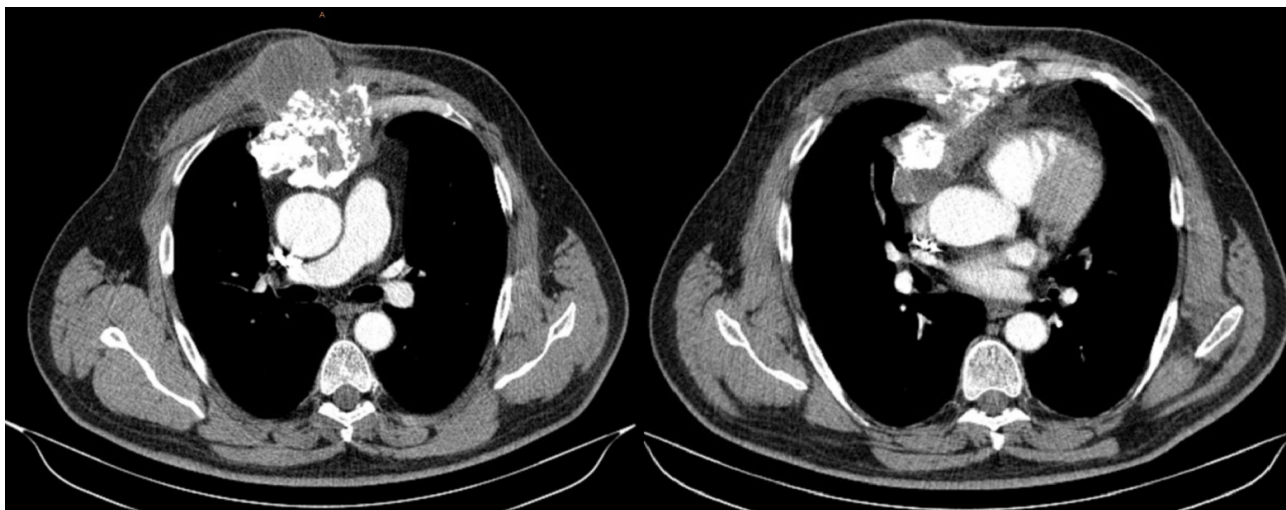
СКТ: опухолевое образование передней грудной стенки и грудины размером 115×85×90 мм
